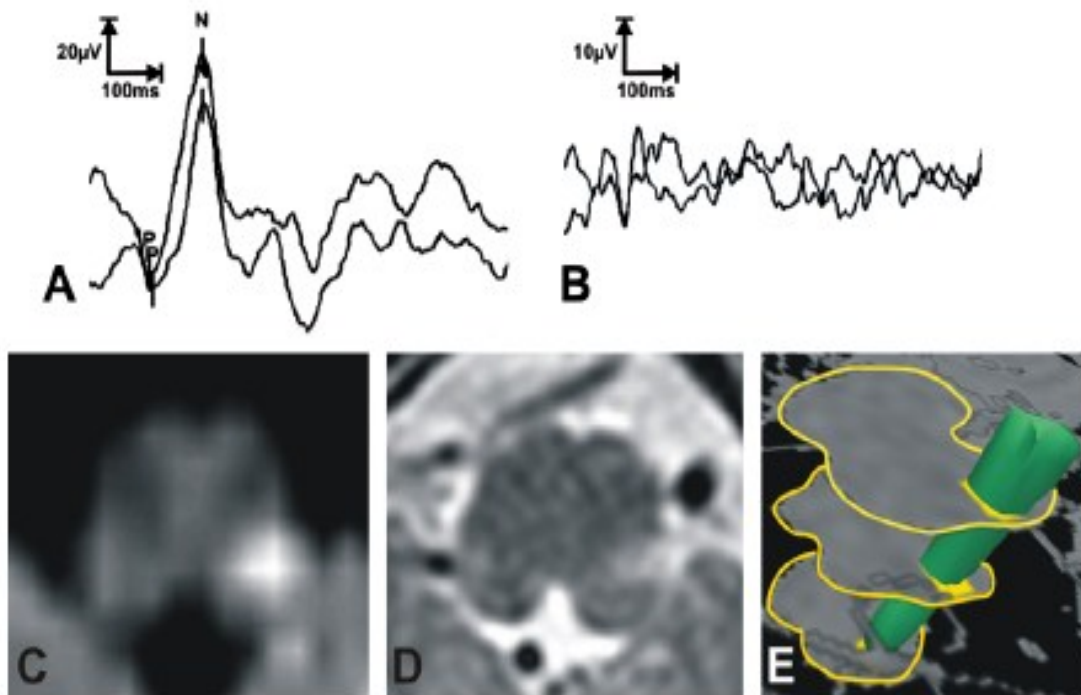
Beispiel eines Patienten mit unilateral ausgefallenen VEMPs (A) Normales VEMP der rechten Seite. (B) Fehlendes VEMP der linken Seite. (C) Hyperintenses DWI-Signal der linken lateralen Medulla oblongata, als Zeichen eines akuten Hirnstamminfarktes. (D) Läsion im T2 gewichteten MRT. (E) Infarktgebiet als 3D – Projektion der rechten Seite des Referzhirnstamms (aus: Heide et al., 2010).
